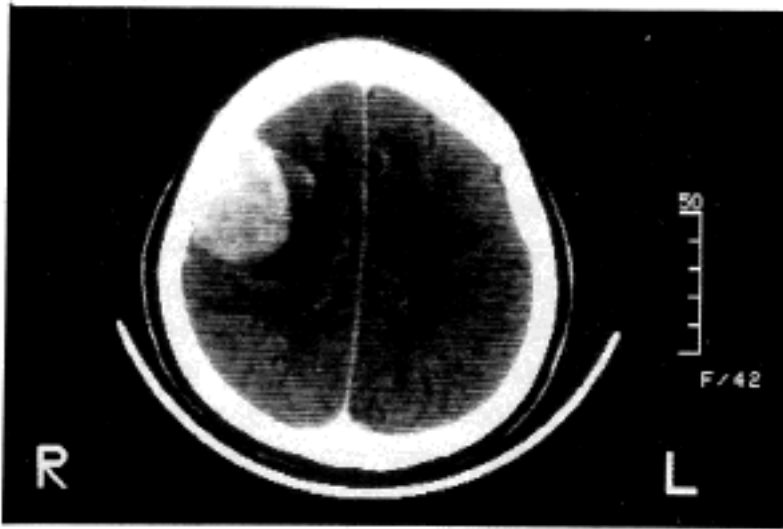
A brain CT reveals a well circumscribed low-density mass showing marked enhancement in the right fronto-parietal region.
